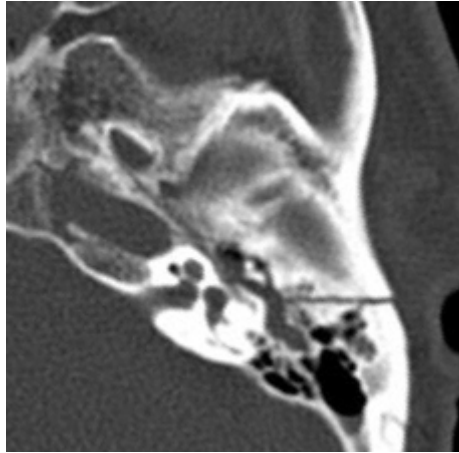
IMAGEN DE TC Fractura de peñasco.
